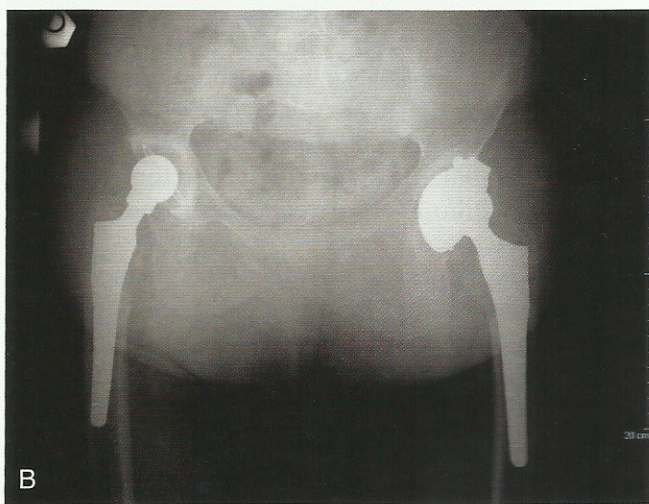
(A) Esame radiografico di una paziente di 54 anni affetta da grave coxartrosi bilaterale conseguente agli esiti di epifisiolisi bilaterale. (B) Esame radiografico del bacino e delle anche della stessa paziente dopo sostituzione protesica bilaterale delle anche.
